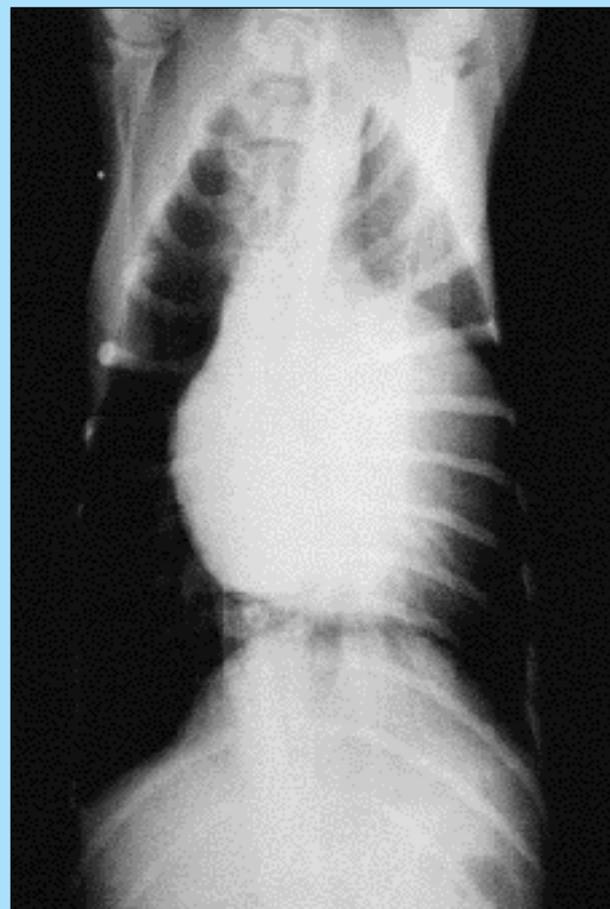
Radiografia in proiezione ventro-dorsale. Aumento del profilo sinistro corrispondente al ventricolo e all'orecchietta sinistri.
